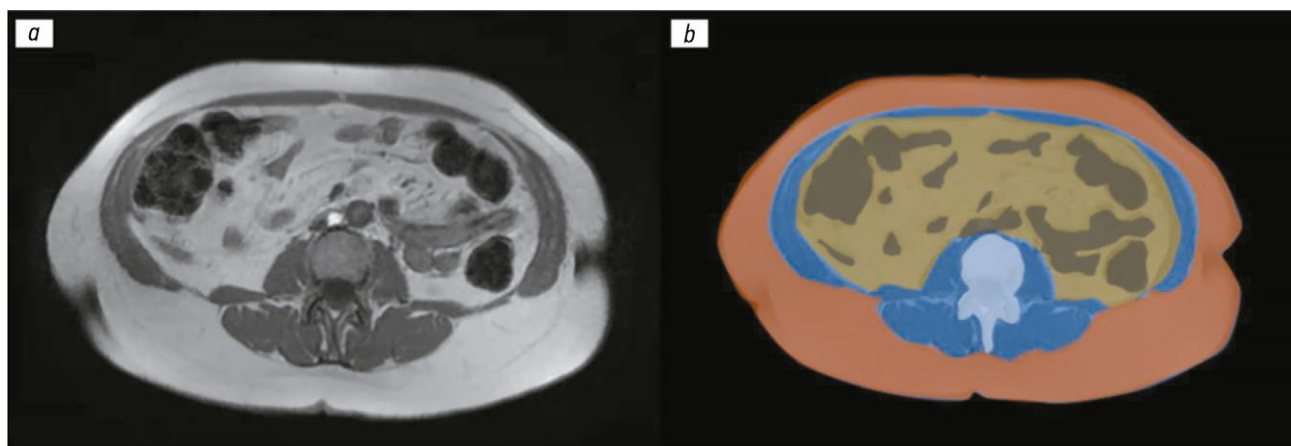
Измерение площади различных жировых компарментов с применением магнитно-резонансной томографии: *a* — изображение, полученное в режиме T1-взвешенного быстрого спин-эха (T1-weighted Fast Spin Echo) на уровне II–III поясничных позвонков; *b* — сегментация подкожной жировой ткани (оранжевый цвет), висцеральной жировой ткани (жёлтый цвет) и нежировой ткани (синий цвет). Газ в петлях кишечника визуализируется как области чёрного цвета, а костная ткань — как области белого цвета.
